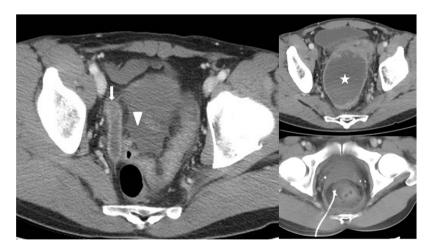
Tomografía computarizada (TC) que muestra la presencia de una apendicitis aguda (flecha) con líquido peritoneal (cabeza de flecha) (A). Colección posquirúrgica en la pelvis (estrella) (B) drenada con colocación de un catéter guiado por ecografía y TC (C).
